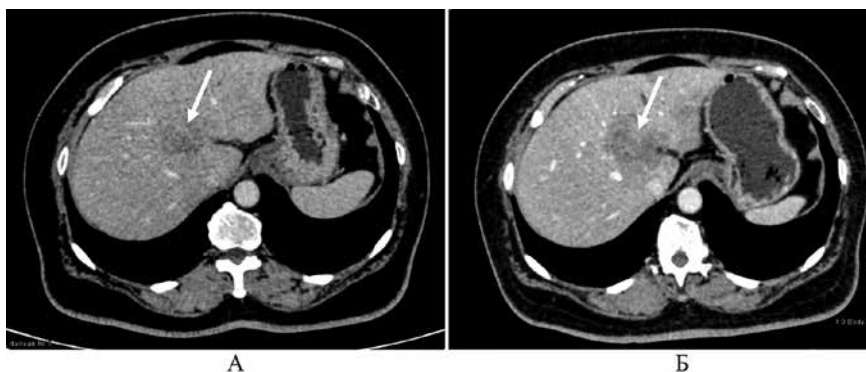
Динамика по КТ на фоне 1 линии ПХТ по схеме GemCis: А – стартовое исследование от июня 2023 года (BASELINE); Б – после 3 курсов ПХТ от августа 2023 года (ПРОГРЕССИРОВАНИЕ)
